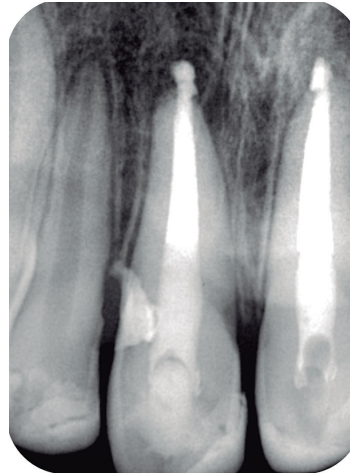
Radiografía final posterior al sellado de la resorción y del retratamiento endodóntico..
